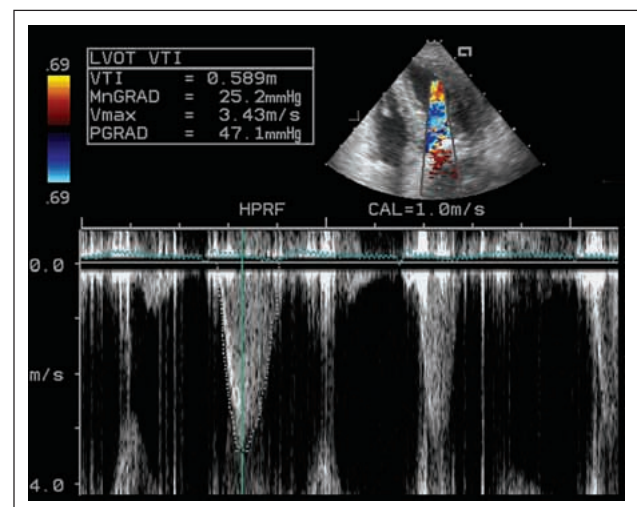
Apikaler Vierkammerblick – pulsed-wave Doppler-Studie: hämodynamische Wirksamkeit des intraventrikulären Druckgradienten
